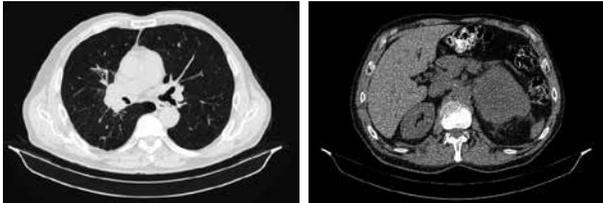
МСКТ от 02.12.2019. Частичный регресс опухоли в соответствии с RECIST 1.1
